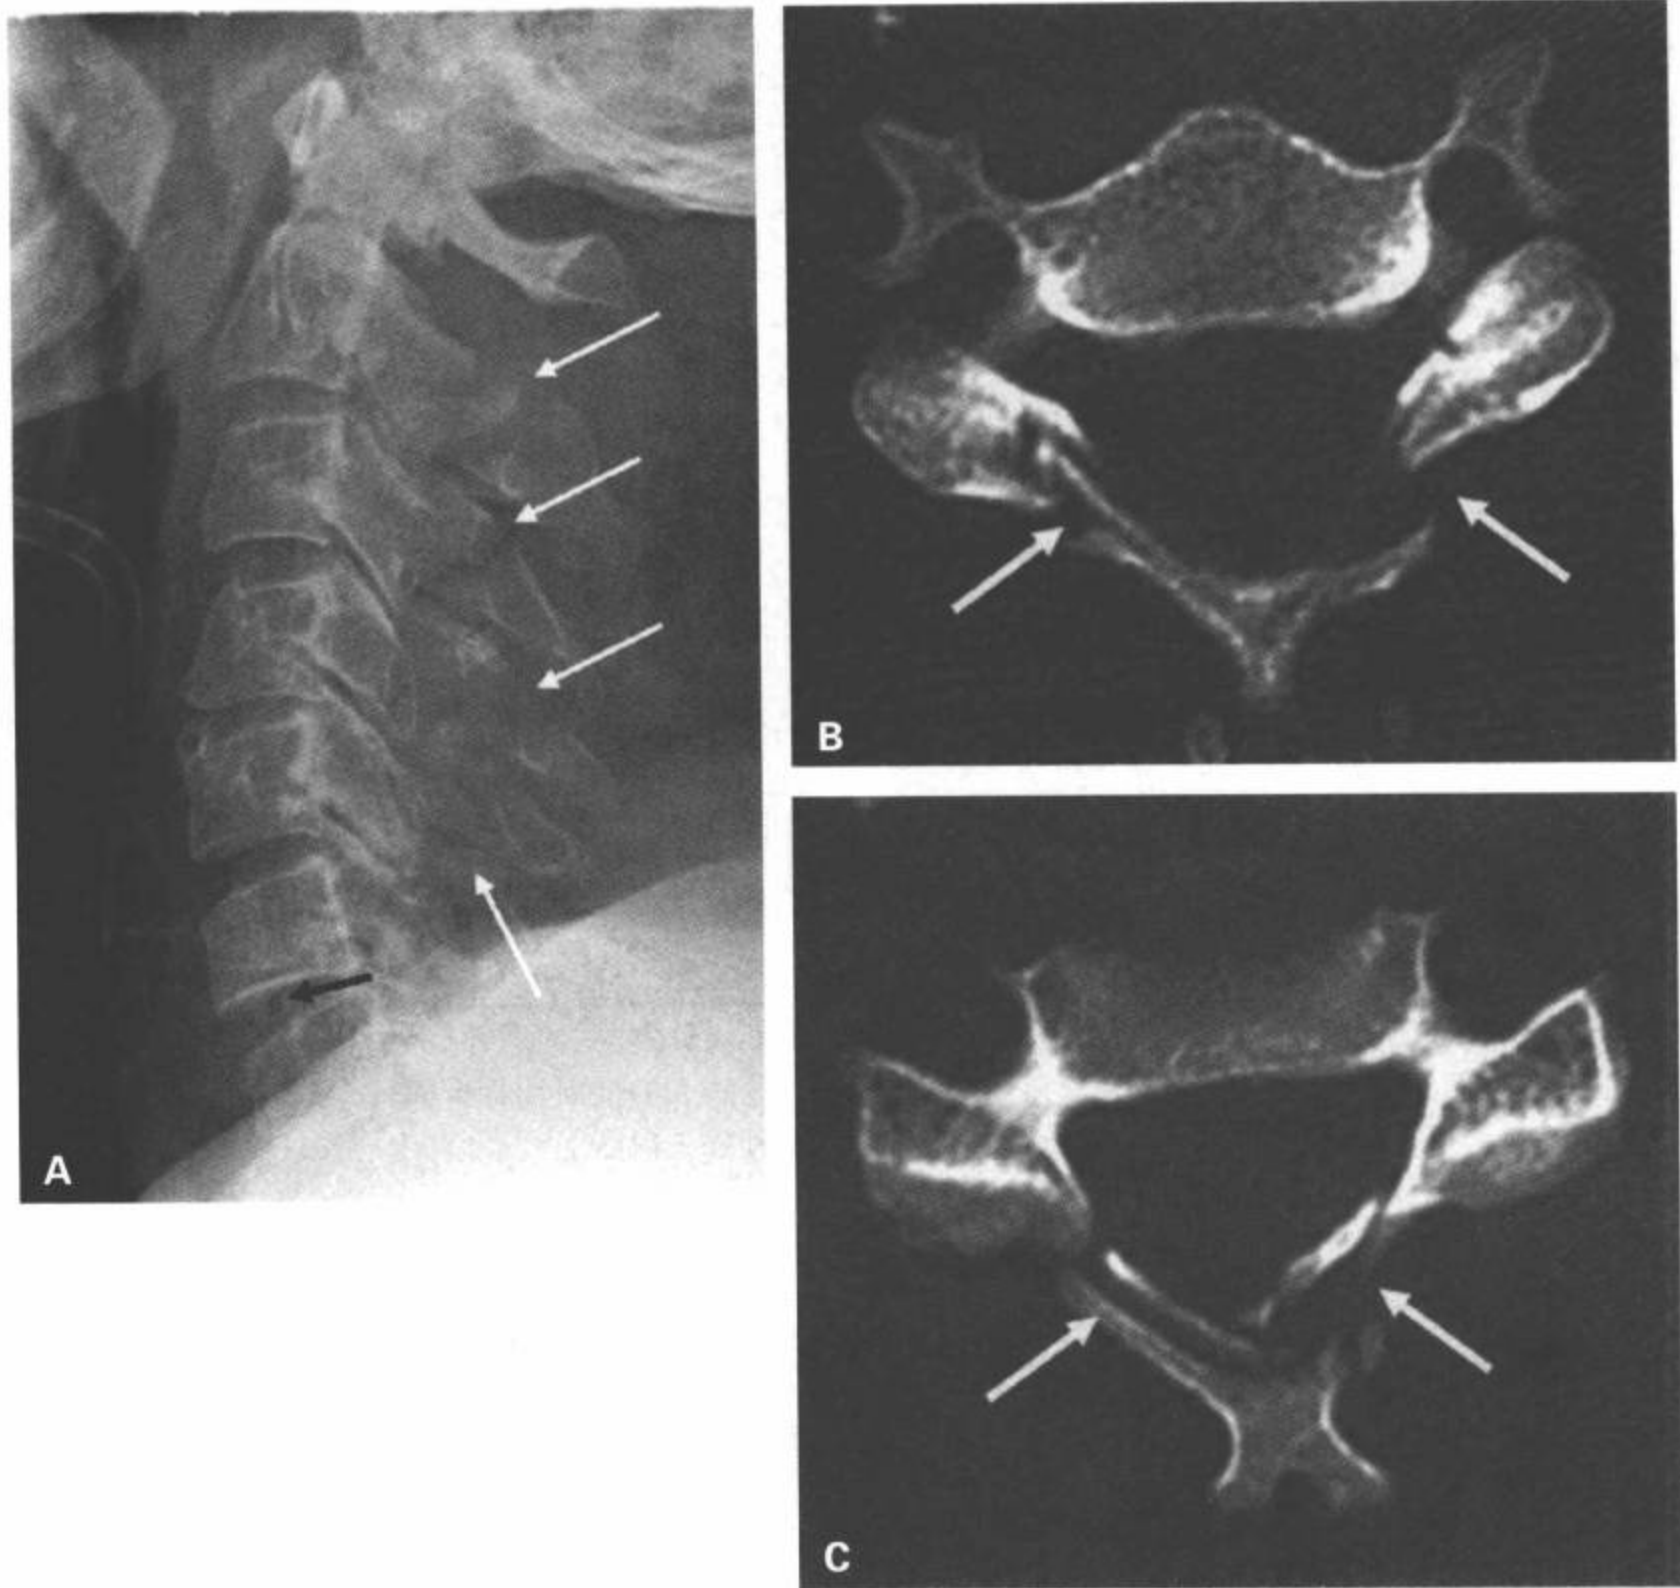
过度伸展性终板和棘突粉碎性骨折。过度伸展引起颈椎损伤的特征是前和中柱分离而后柱压缩(A)。侧位片显示C2/C6后部嵌压伴多个椎板和棘突的粉碎性骨折(白箭)。急性椎间盘真空(黑箭)伴C6/C7椎间隙前部异常增宽是前和中柱分离的征象。B,C: CT横断面图像显示棘突移位和双侧椎板粉碎性骨折(白箭)。
